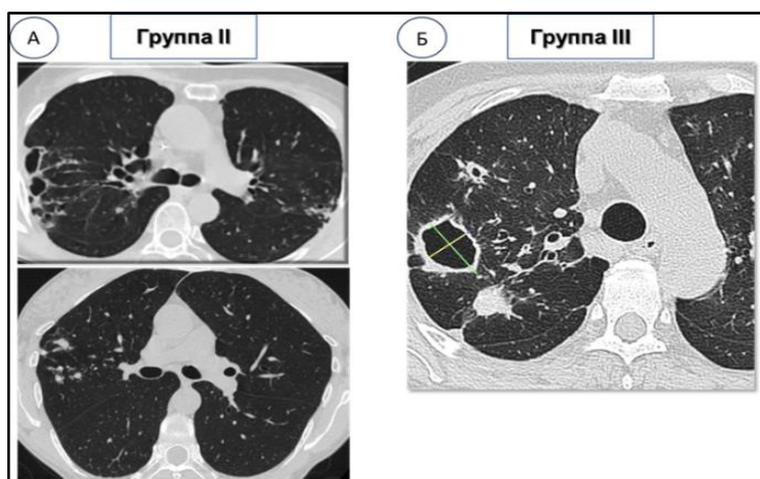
Основные КТ-паттерны пациентов с МЛ и сочетанием «ТБ-МЛ», включенных в исследование (аксиальные проекции, КТ ОГК с шагом 1,0 мм). А: БЭ в верхней доле правого легкого (S2) с очагами обсеменения в S1,2 обоих легких на фоне фиброзных изменений у пациента группы 2 (БЭ форма МЛ); Б: множественные полостные изменения с очагами отсева в S1,S2 справа на фоне фиброзных изменений у пациента группы 3 (полостная форма при сочетании «ТБ-МЛ»)
